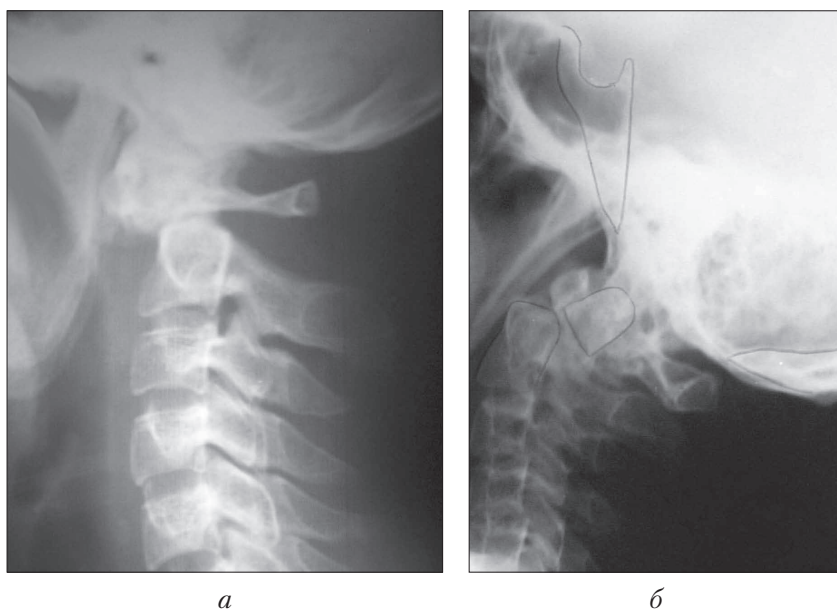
Фотоотпечатки рентгенограмм больных с основными вариантами трансдентального подвывиха атланта (C1):
